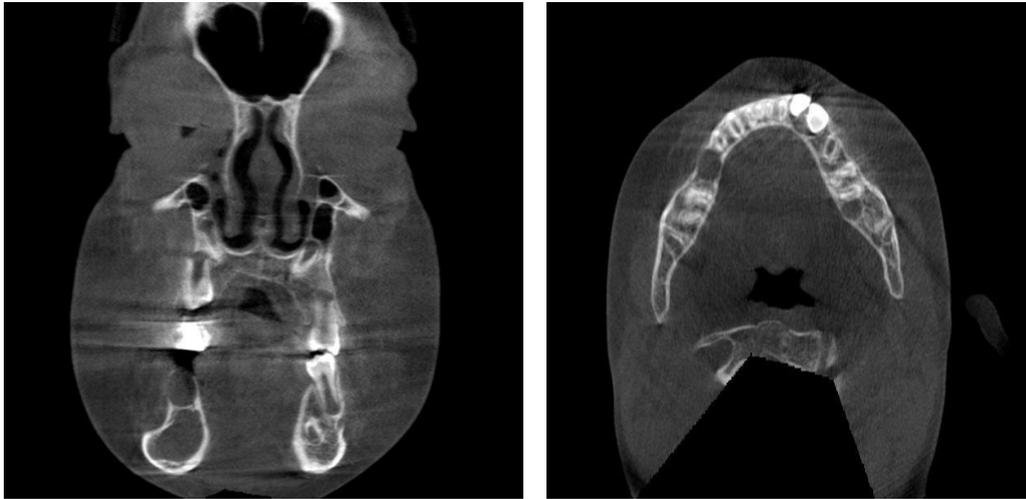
Tomografía A. corte coronal, B corte axial PO 2 años
